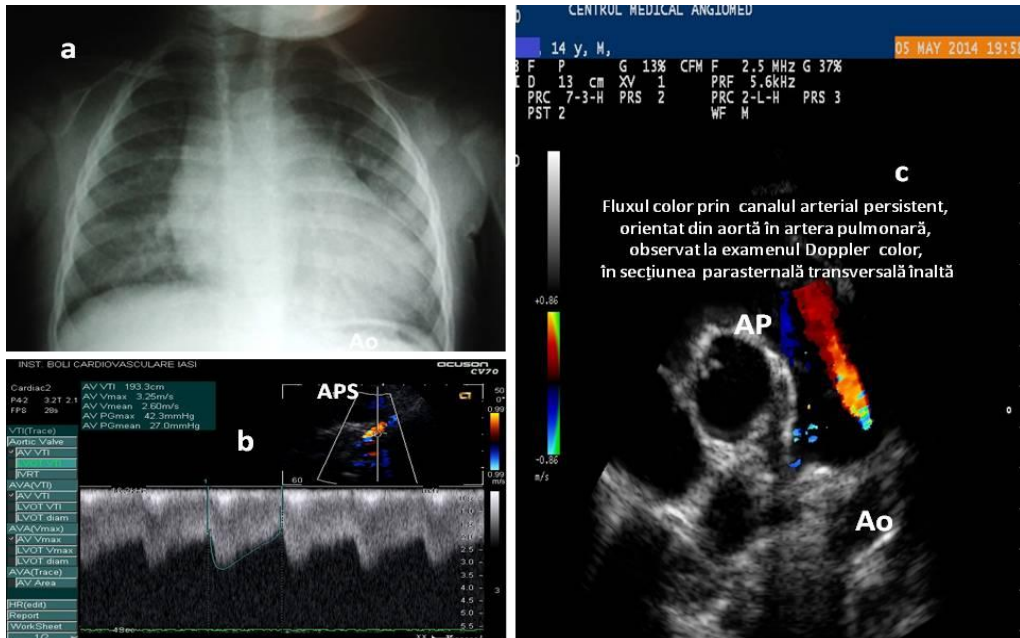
a. Radiografie toracică în PCA mare; b. examen Doppler continuu în PCA restrictiv, în incidență suprasternală; c. Fluxul color prin PCA, orientat din aortă în artera pulmonară
